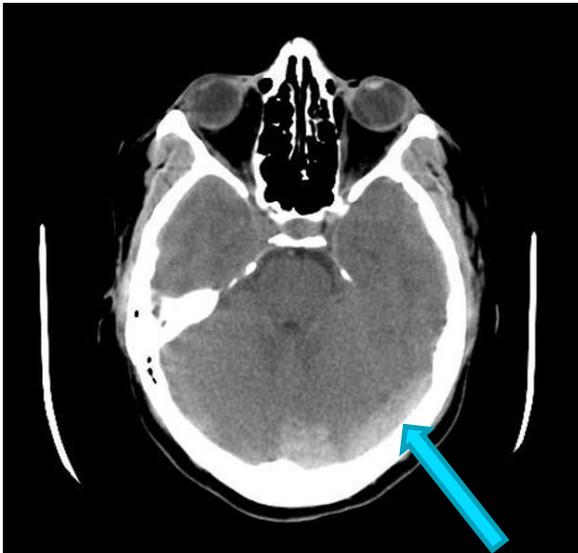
TC sin contraste que muestra hiperdensidad de trombosis de multiples senos venosos.
